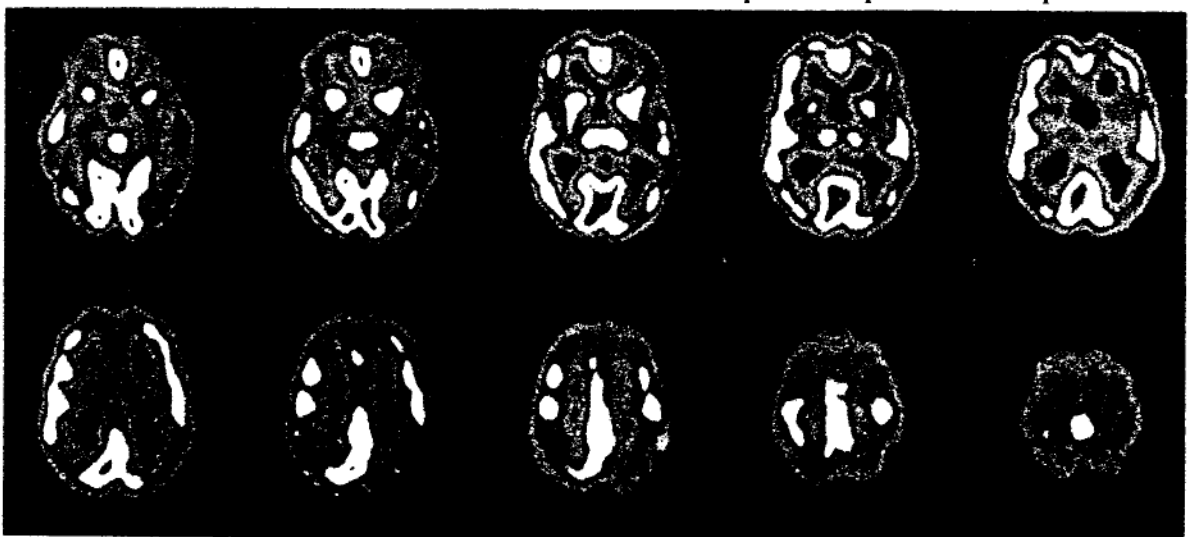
SPECT cerebral - hipoperfuzie difuză, bilaterală într-un caz de maladie Alzheimer
